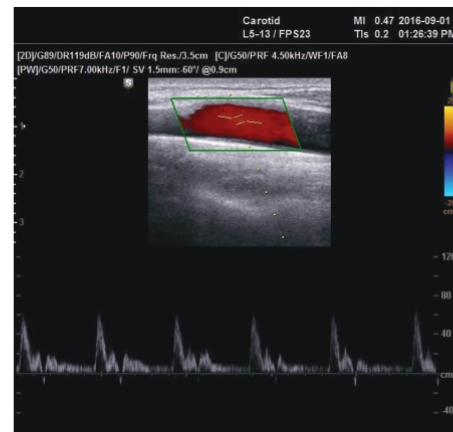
Normal Duplex ultrasonography of the common carotid artery (CCA) one year after operation.
